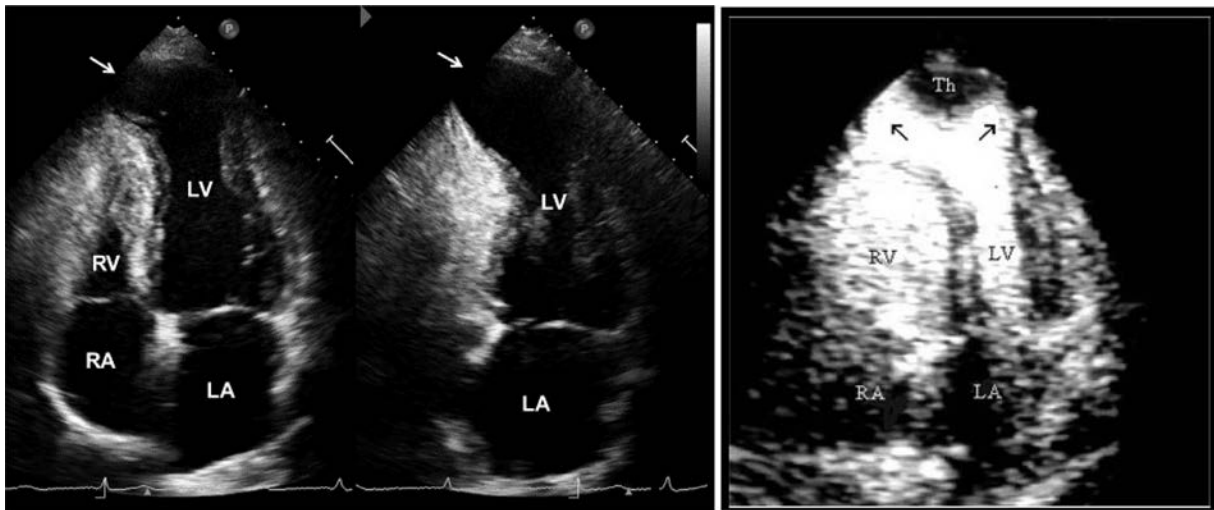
Aneurisma apical (*flechas*) del ventrículo izquierdo en paciente con IC. (*Panel izquierdo*) Vistas apicales de cuatro- y dos-cámaras en un paciente con ECaCh en estadio B2 con un gran aneurisma apical del ventrículo izquierdo (*flechas blancas*); el ventrículo derecho (RV) tiene tamaño normal. (*Panel derecho*) Ecocardiografía de contraste con opacificación de la cavidad ventricular izquierda en otro paciente con ECaCh y daño biventricular, muestra un gran aneurisma apical (*flechas negras*) con un trombo (Th). Las *flechas* señalan áreas de disquinesia. La infusión de contraste define la extensión de los aneurismas y el tamaño del trombo. El ventrículo derecho está más dilatado que el izquierdo (LV). LA, aurícula izquierda; RA, aurícula derecha.
